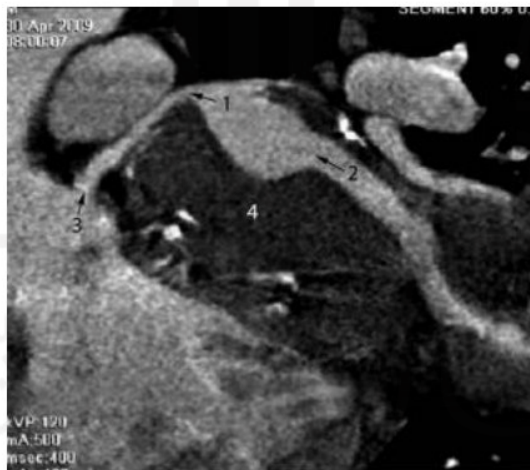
9 MRI/CT scan Pembuluh Darah *Left Coronary Artery* Normal
